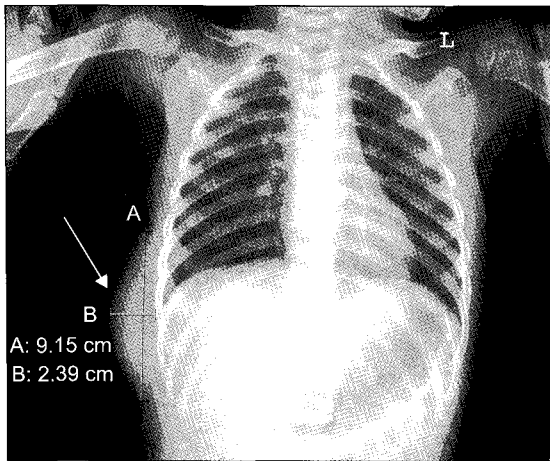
Chest X-ray finding. The swollen mass was located at the right chest wall. The mass presented a protruding shadow of the extrathoracic fat layer (white arrow).
